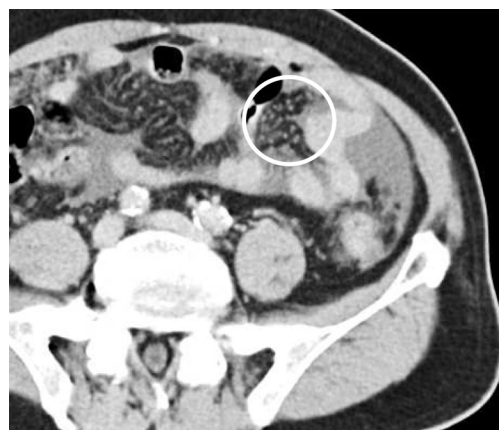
Contrast enhanced CT showed diffuse nodes around mesentery 6 months before the operation (circle).
